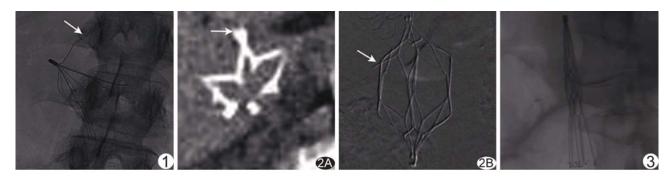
患者男,57岁,IVCF变形 X线平片显示 IVCF严重变形,支撑杆方向严重改变(箭) 图 2 患者女,70岁,IVCF变形 A.CT平扫示 IVCF结构异常(箭); B.DSA示 IVCF严重变形,支撑杆断裂(箭) 图 3 患者男,49岁,IVCF张开不全 X线平片示滤器张开不全
